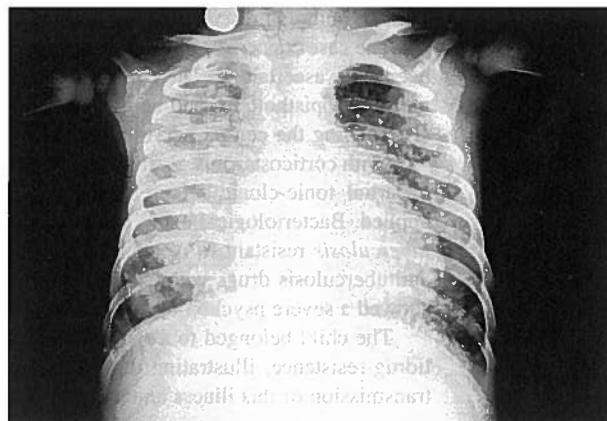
Telerradiografia do tórax à entrada-Granúlia
